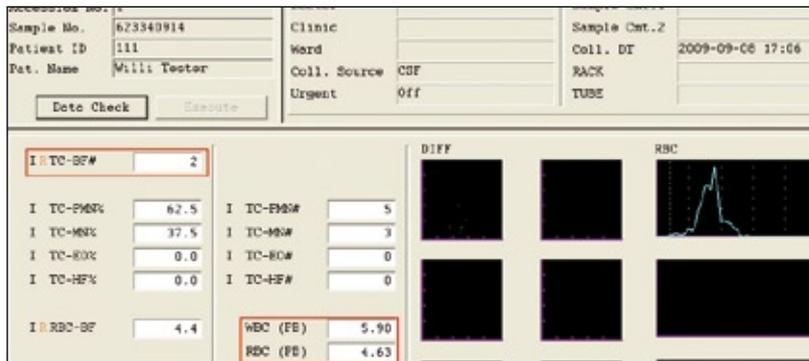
Ergebnisdarstellung der Liquormessung am SIS nach Eingabe der Leukozyten- und Erythrozytenwerte aus dem peripheren Blut und dementsprechender Korrektur der Zellzahl (TC-BF)
